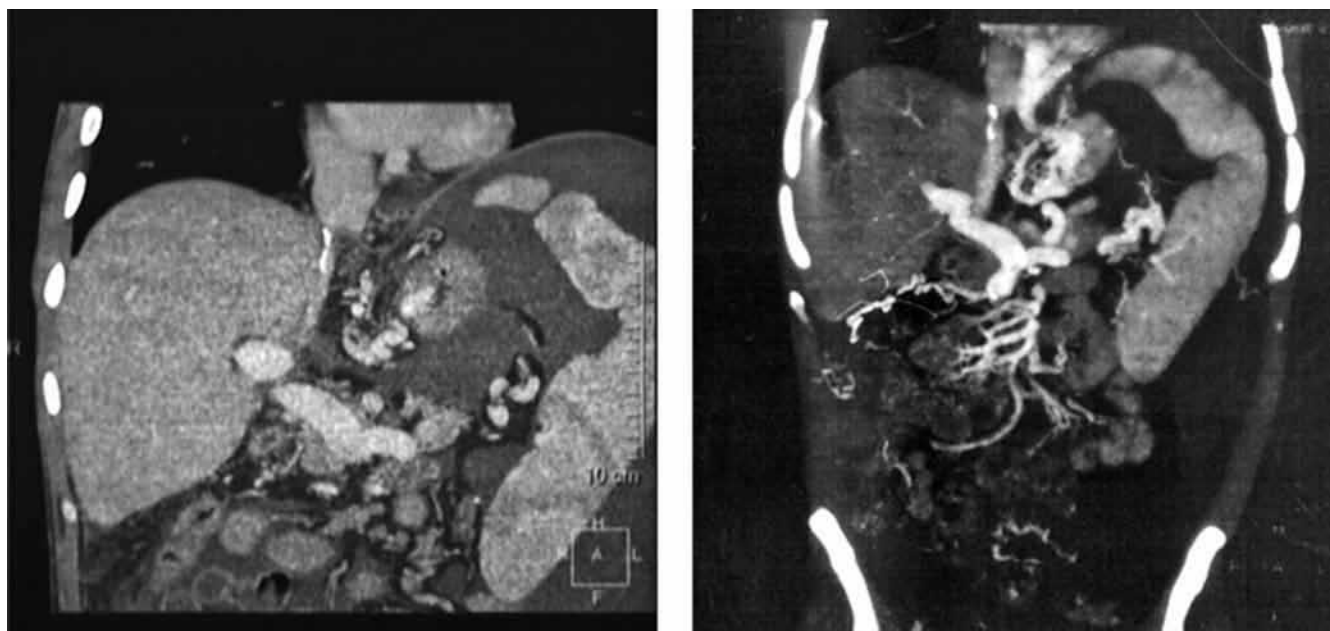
Компьютерная томография с болюсным контрастированием. Отмирание трансплантата печени на фоне тромбоза печеночных вен. Состояние после трансплантации правой доли печени от родственного донора по поводу цирроза печени в исходе микст-инфекции HBV + HDV, класс C, стадия декомпенсации. MELD 36. UNOS 1B
